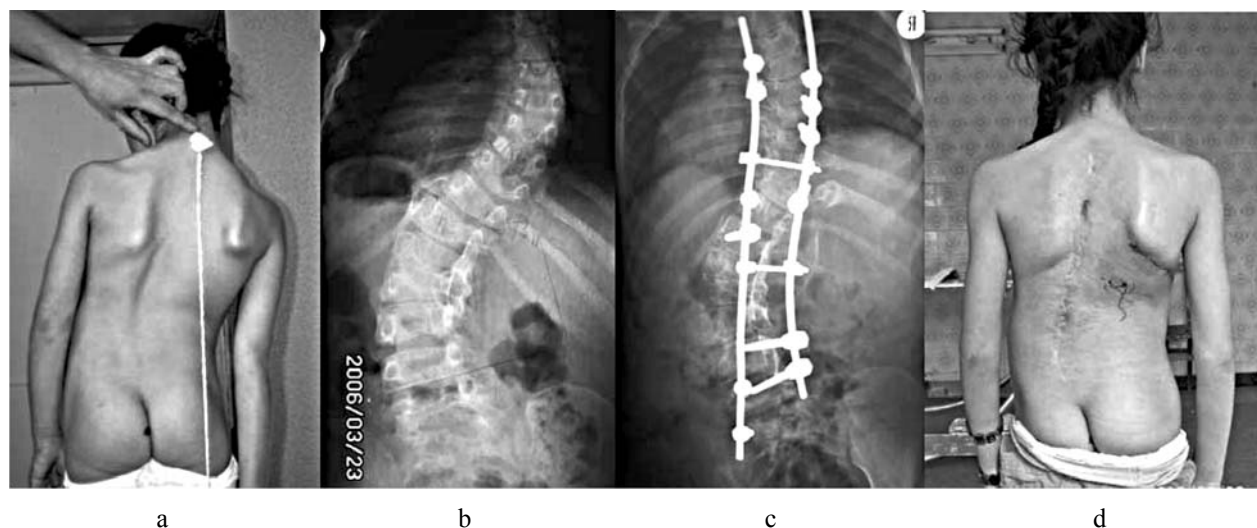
Aspectul exterior și roentgenogramele pacientei R., 5,5 ani: a, b – scolioză congenitală progresivă gr. IV, decompensată, diastematomelia L₂-L₃, c, d – după operație – laminectomia L₁-L₃, înlăturarea barierei osoase, epifiziodeză pe 6 nivele pe partea convexă a porțiunii toracice a deformatății, corecția și fixarea prin endocorector cu șurupuri, care „crește” odată cu coloana vertebrală.
